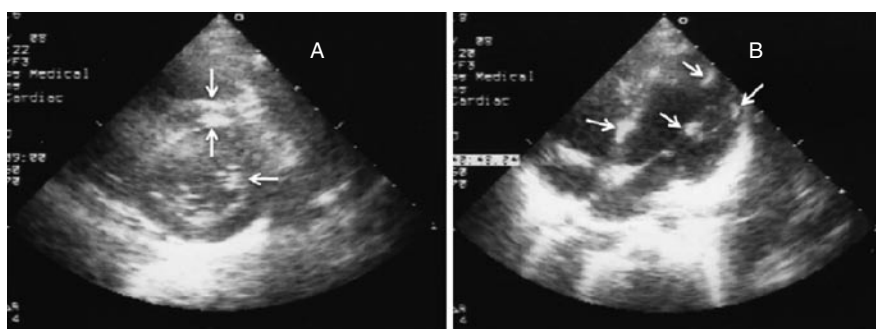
Two-dimensional echocardiogram demonstrated multiple hyperechogenic foci involving the papillary muscles and the lateral wall of the left ventricle and the ventricular septum (arrows) on the 38th day of the illness. Parasternal short axis view (A) and apical four chamber view (B).
